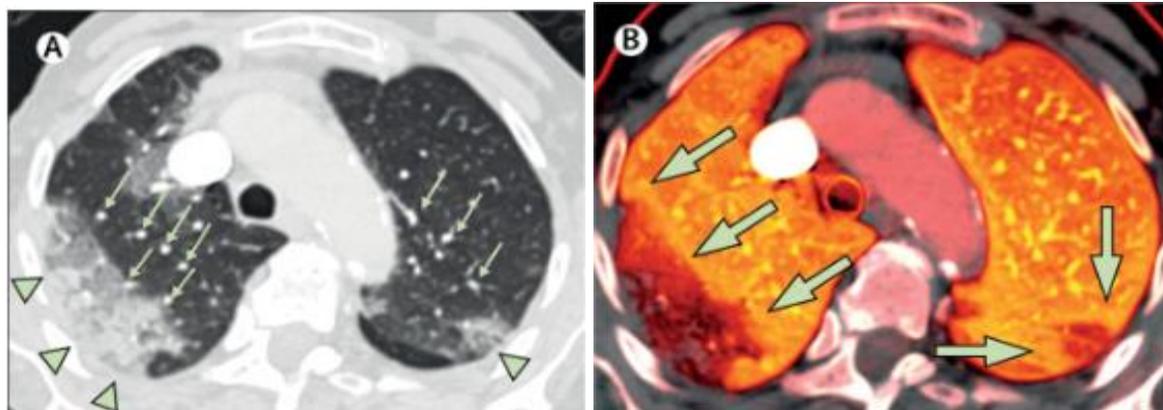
Двухэнергетическая КТ у пациента с пневмонией COVID-19 без признаков легочной эмболии
